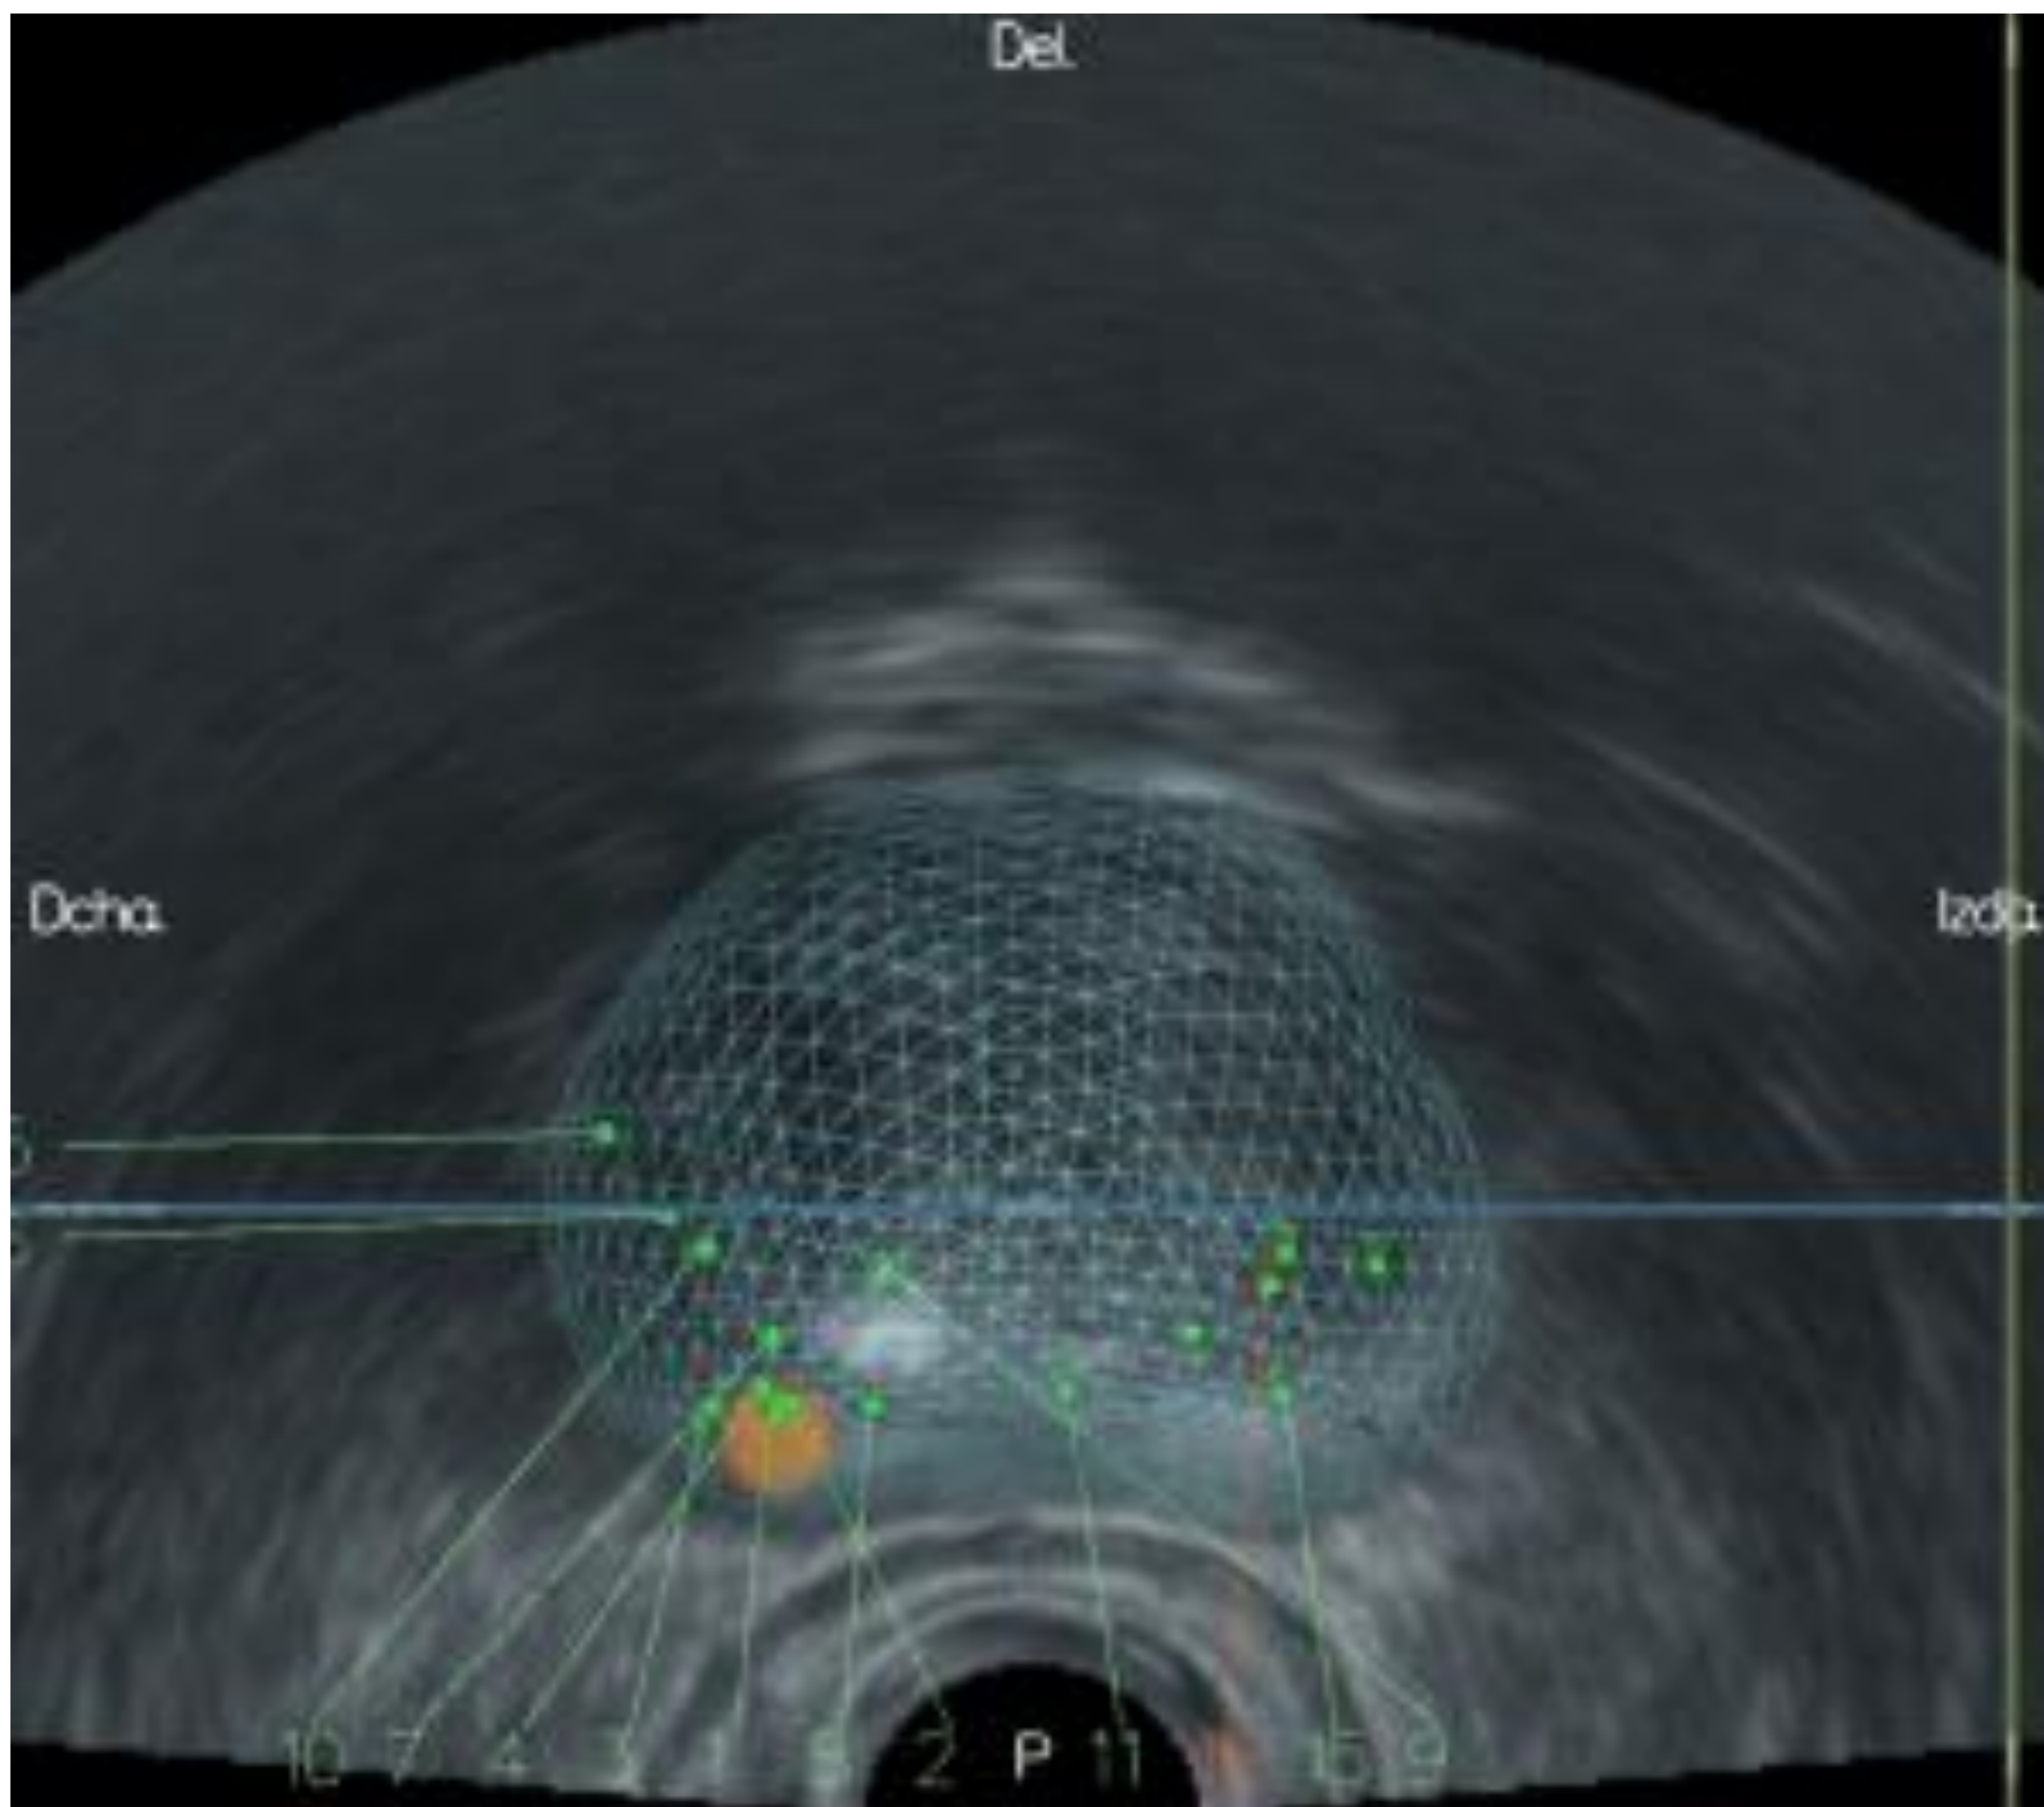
Biopsia guiada por fusión ecografía-RM, con la representación de la próstata obtenida a partir de RM aplicada a la imagen en tiempo real de la ecografía.
